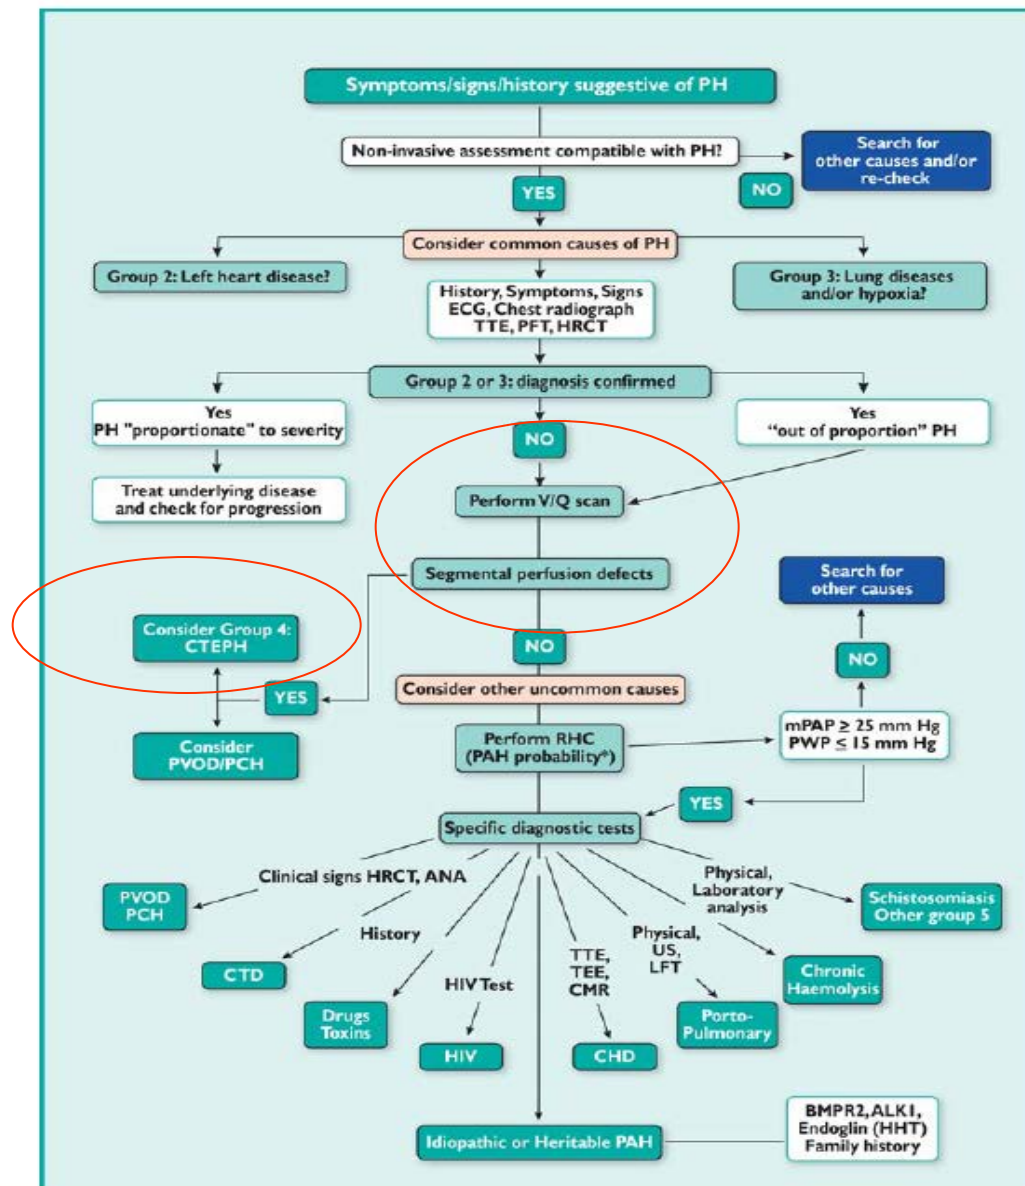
Diagnostic algorithm. ALK-1 = activin-receptor-like kinase; ANA = anti-nuclear antibodies; BMPR2 = bone morphogenetic protein receptor 2; CHD = congenital heart disease; CMR = cardiac magnetic resonance; CTD = connective tissue disease; Group = clinical group (Table 4); HHT = hereditary haemorrhagic telangiectasia; HIV = human immunodeficiency virus; HRCT = high-resolution computed tomography; LFT = liver function tests; mPAP = mean pulmonary arterial pressure; PAH = pulmonary arterial hypertension; PCH = pulmonary capillary haemangiomatosis; PFT = pulmonary function test; PH = pulmonary hypertension; PVOD = pulmonary veno-occlusive disease; PWP = pulmonary wedge pressure; RHC = right heart catheterization; TEE = transoesophageal echocardiography; TTE = cardiography; US = ultrasonography; V/Q scan = ventilation/perfusion lung scan. *Refer also to Table 12.
